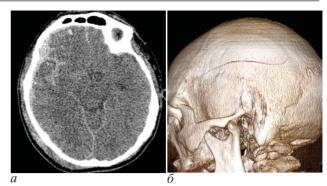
Клиническое наблюдение 4. МСКТ головы: a – мягко- mканный режим; б – 3D-режим черепа
